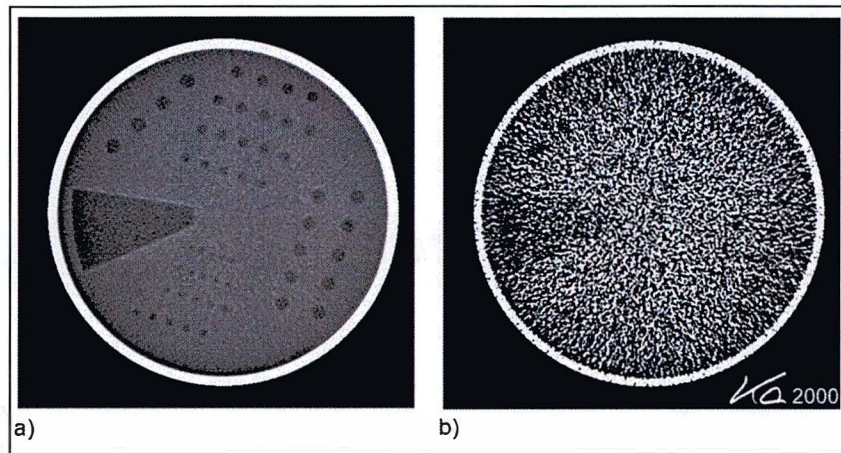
La capacidad de detectar detalles de bajo contraste depende del nivel de ruido de los píxeles, tal como se demuestra con a) Dosis altas, las cuales corresponden a un examen de cerebro y b) Dosis muy bajas que corresponden a una medición de densidad ósea. Imagen Extraída de Kalender W, A. *Computed Tomography Fundamentals, System Technology, Image Quality, Applications. 2a Ed.* [CD-ROM]. Erlangen, Germany: Publicis Corporate Publishin: 2005.
